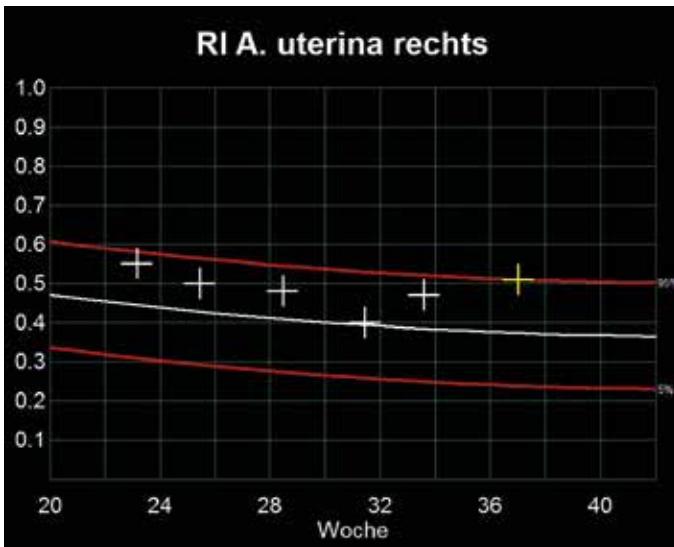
Fall 3. Arteria-uterina-Doppler im Verlauf der Schwangerschaft
